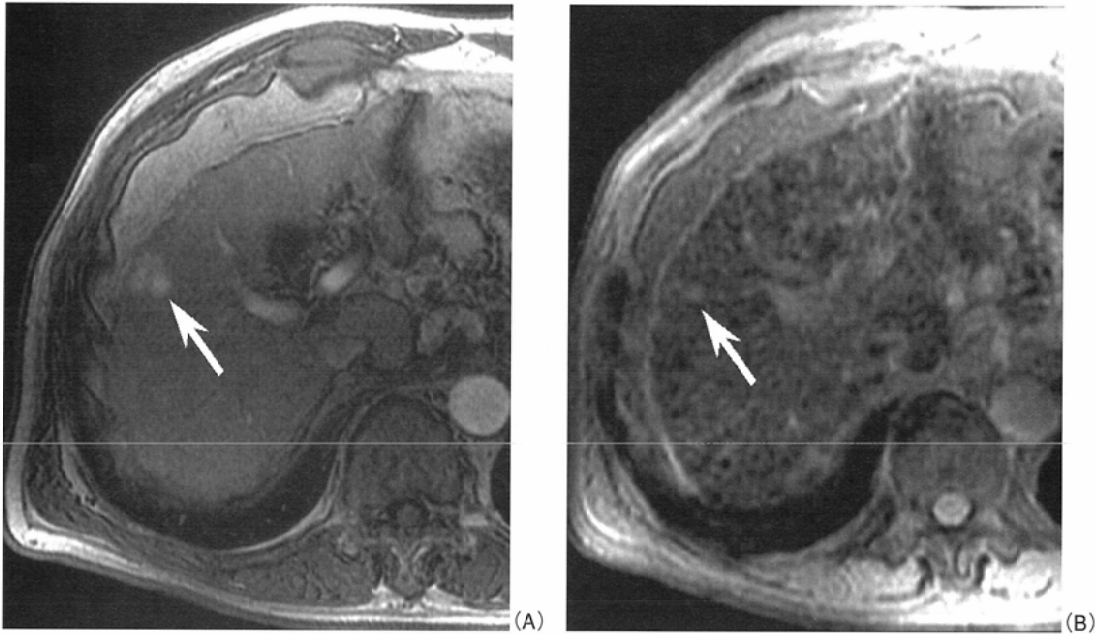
多血性高分化型肝細胞癌の造影MRI像。
